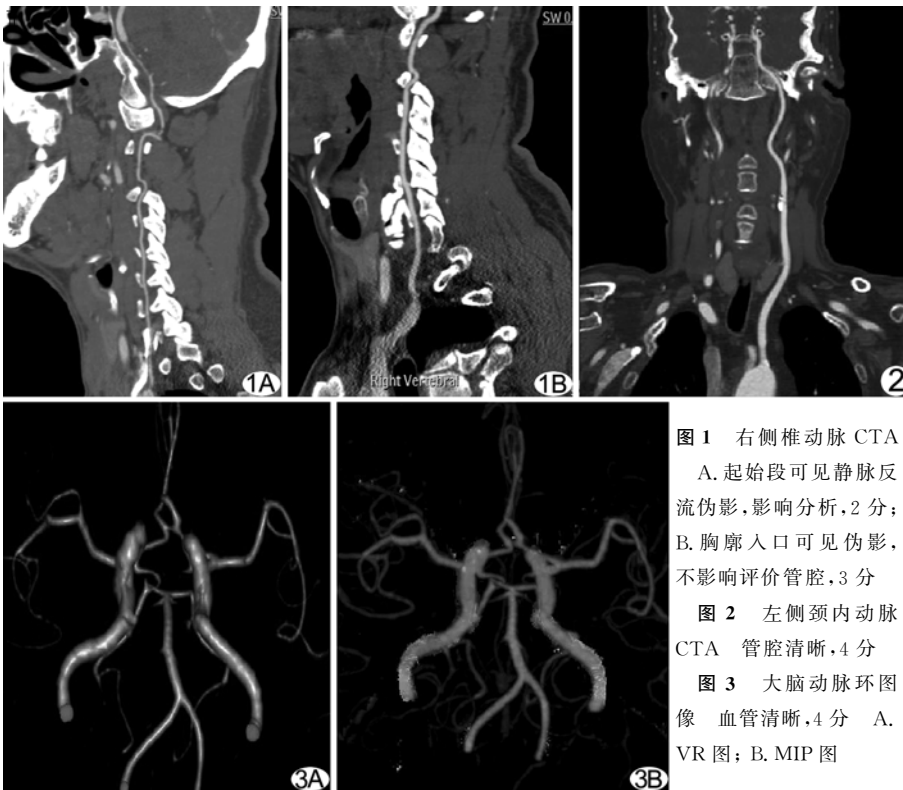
右侧椎动脉 CTA A. 起始段可见静脉反流伪影,影响分析,2 分; B. 胸廓入口可见伪影,不影响评价管腔,3 分
